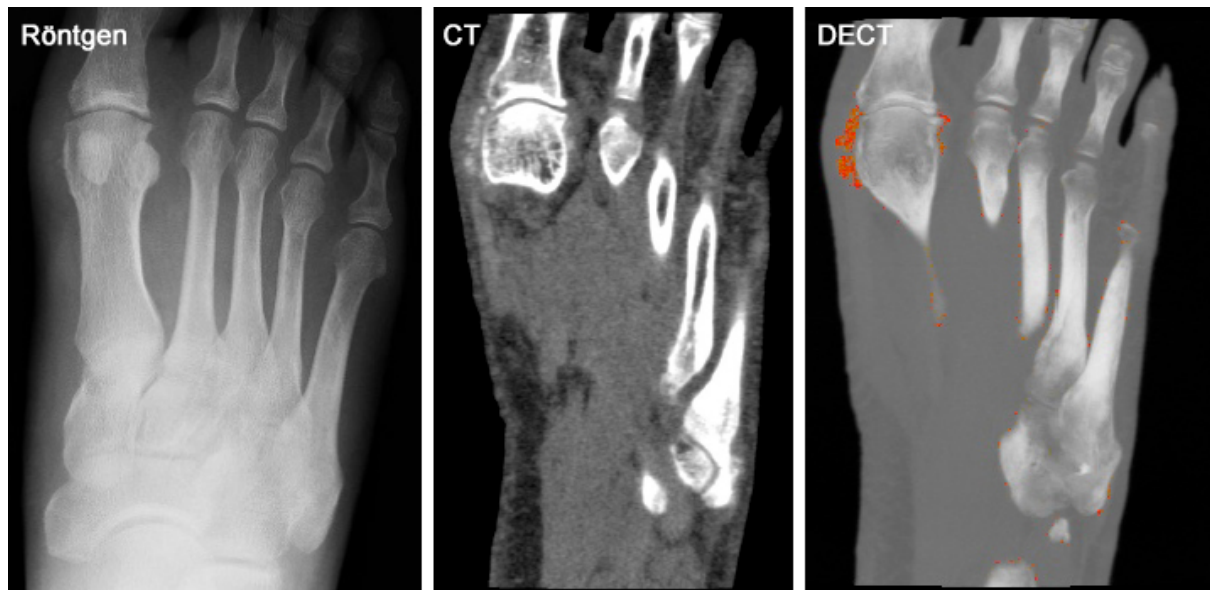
DECT mit Zweimaterialdifferenzierung bei einem Patienten mit Gicht. Das Röntgenbild zeigt die Tophusablagerungen am Großzehengrundgelenk nur sehr flau. In der CT sind eindeutig paraartikuläre Verdichtungen zu erkennen, aber erst in der DECT gelingt die Unterscheidung zwischen Harnsäure (rot) und anderen Materialien (nicht koloriert). [Originalabbildung durch den Autor]
